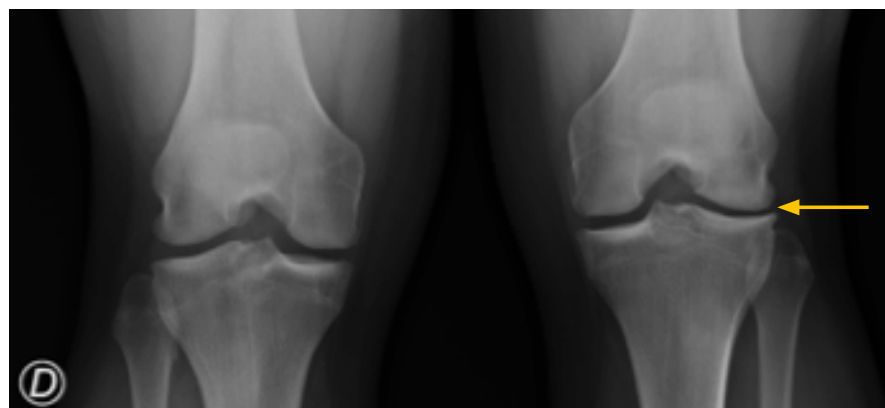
Radiografia dos joelhos em carga, com redução da interlinha femorotibial externa do joelho esquerdo (seta).
